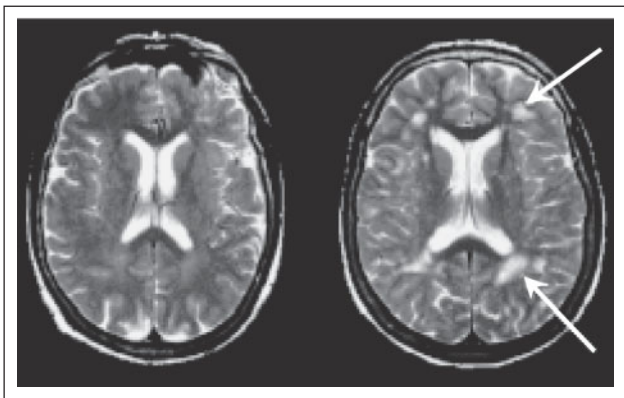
T2-gewichtete MRI-Studien zweier 65 Jahre alter Individuen. Die Person links hat keine offensichtlichen subklinischen Gehirnläsionen auf diesem Schnitt, während die Person rechts einen hohen Grad an Hyperintensitäten der weißen Substanz aufweist (Pfeile).
